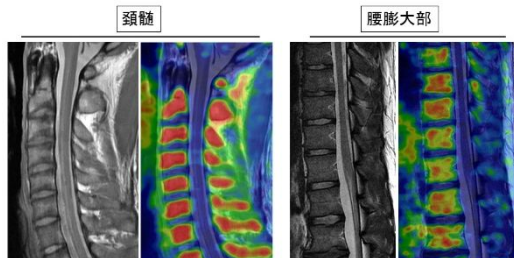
健常者での ^{11}C -PK11195 PET/MRI
